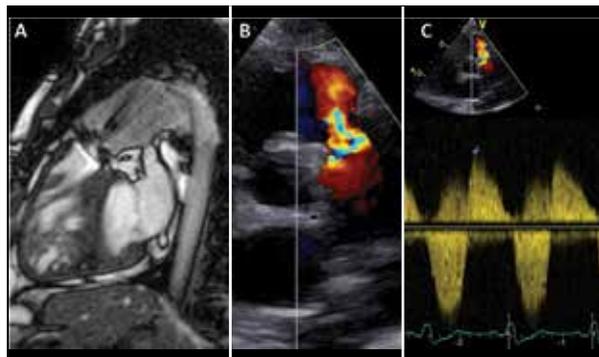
O mesmo paciente das imagens anteriores (Anomalia de Ebstein e estenose valvar corrigidas), RM (A) e Eco (B e C) demonstrando prótese valvar pulmonar com sinais de estenose.
